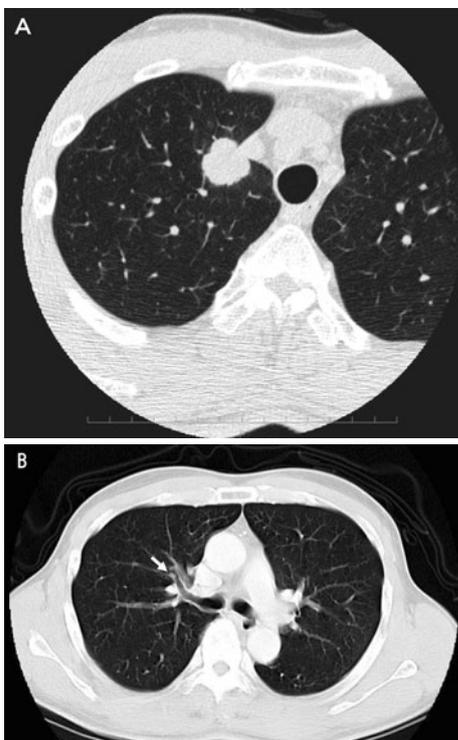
(A) Serial high resolution CT (HRCT) on the first medical examination demonstrates a nodular opacity in S¹ of the right lung. (B) Chest CT shows a small nodule in the right upper bronchus.
